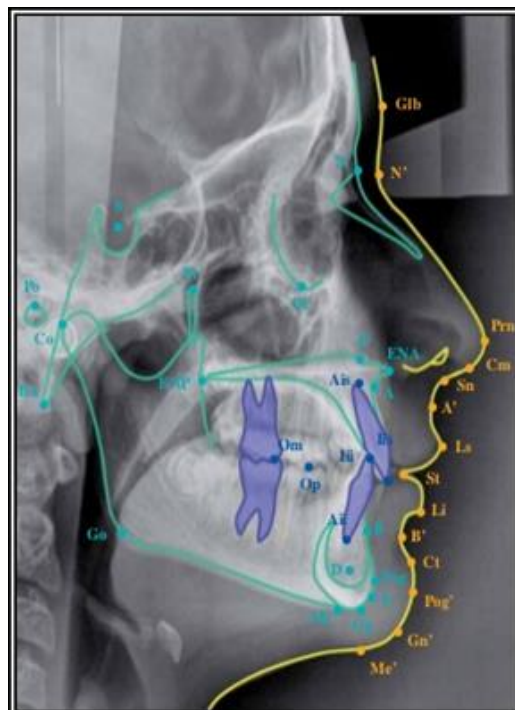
Puntos Cefalométricos de Ricketts en tejidos duros y blandos vistos desde una radiografía lateral de cráneo.⁷⁰
